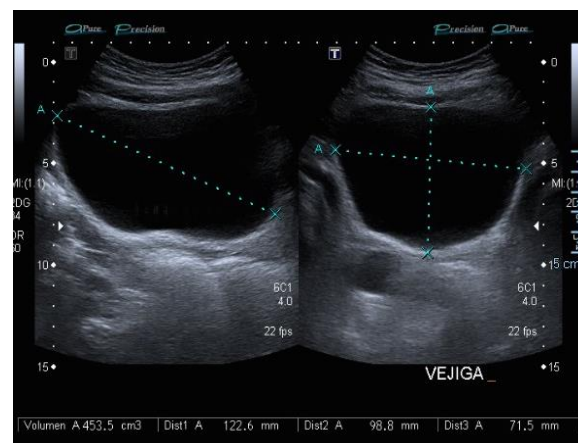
Capacidad vesical 450cc, se evidencia dilatación ureteral distal vs quiste prostático. Ultrasonido vesical. Fuente: Archivos de Radiología Médica, Hospital Manuel Amador Guerrero.
